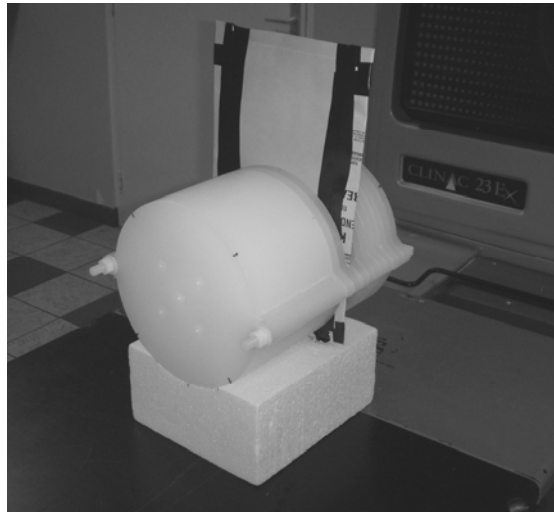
Mise en place du film radiographique EDR2 dans le fantôme 1D-2D pour la mesure de la dose en relatif.
